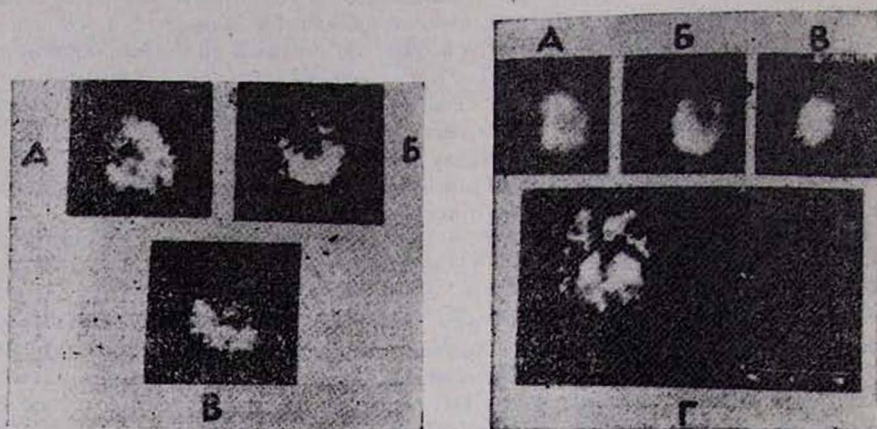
Сцинтифотограммы миокарда больного АГ. Здесь и на рис. 2: А—передняя проекция, Б—левая-косая 45°, В—левая боковая 90°.
